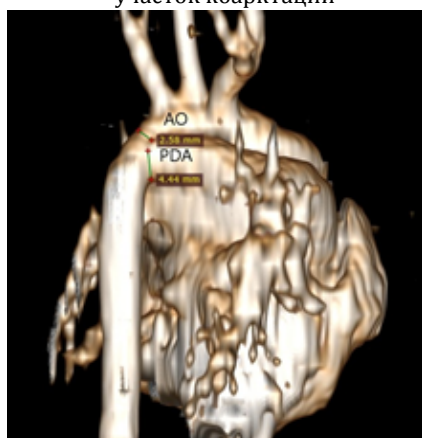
КТ-ангиография, 3D реконструкция. Предуктальная коарктация аорты. Открытый артериальный проток
